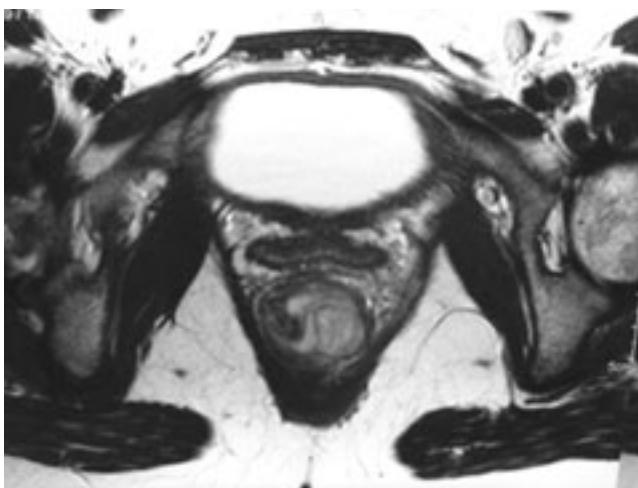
Absceso anal confirmado por resonancia magnética.
